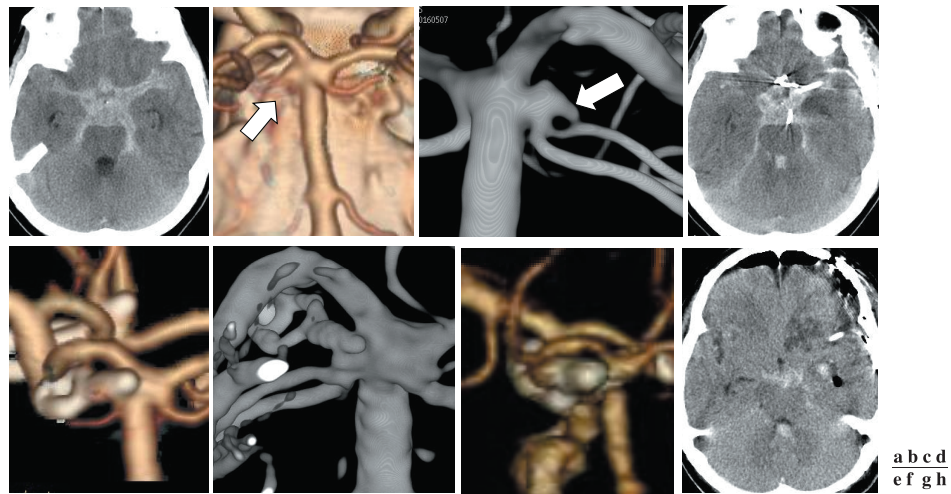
Radiological data of the left basilar artery-superior cerebellar artery (BA-SCA) ruptured aneurysm (Case 3). a-c: Preoperative CT imaging (a, b) and DSA (c) demonstrating SAH and BA-SCA aneurysm (arrow). e: Postoperative CT imaging (1 day later). d, f: Postoperative CT imaging (d: 6 days later) demonstrating rebleeding and DSA demonstrating neck remnant (f). g, h: Postoperative CT imaging after the retreatment.
